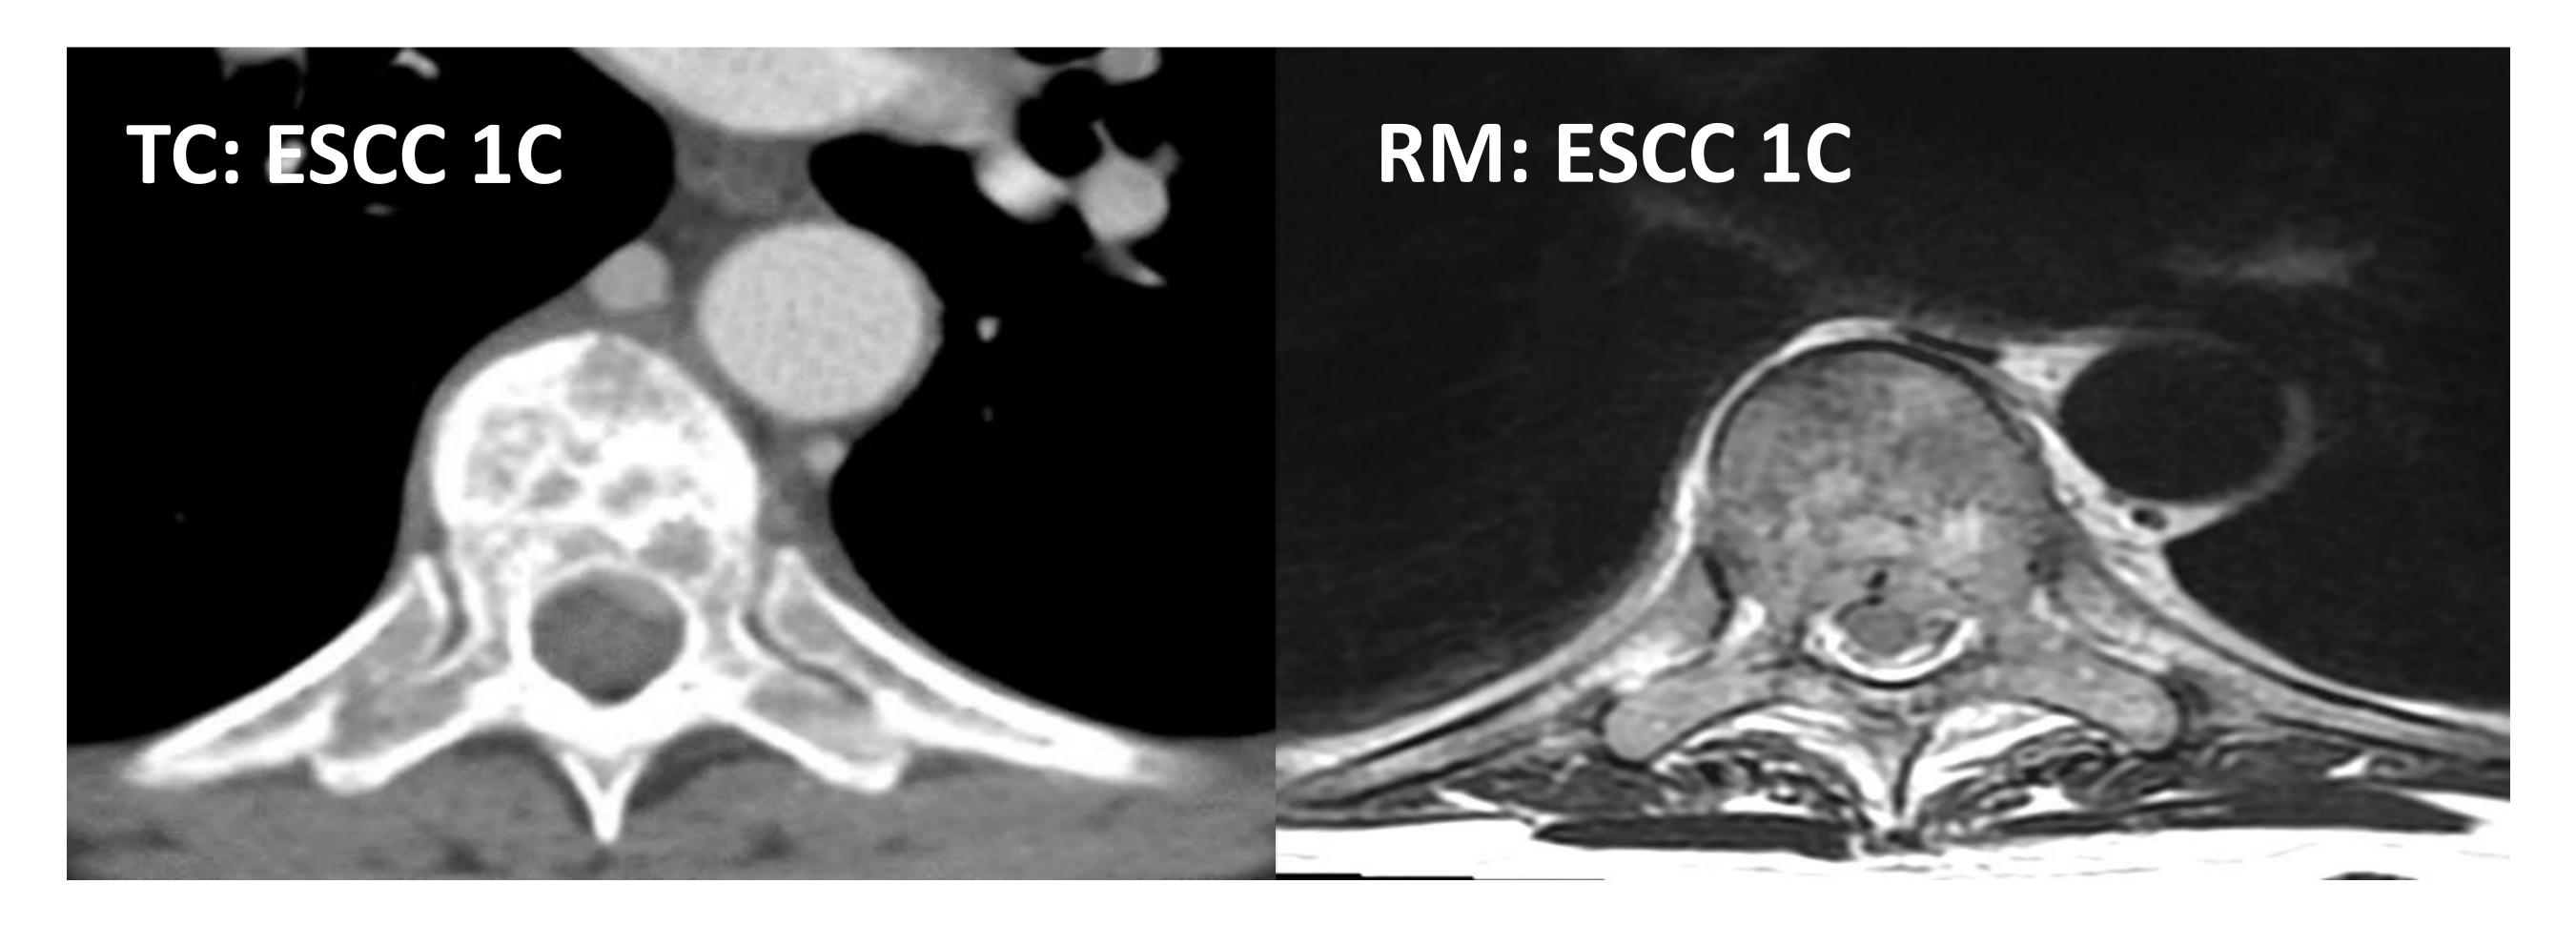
<u>Paciente 6</u>: los resultados de TC y RM concuerdan: ESCC 1c; SINS 8 (Indeterminado)
